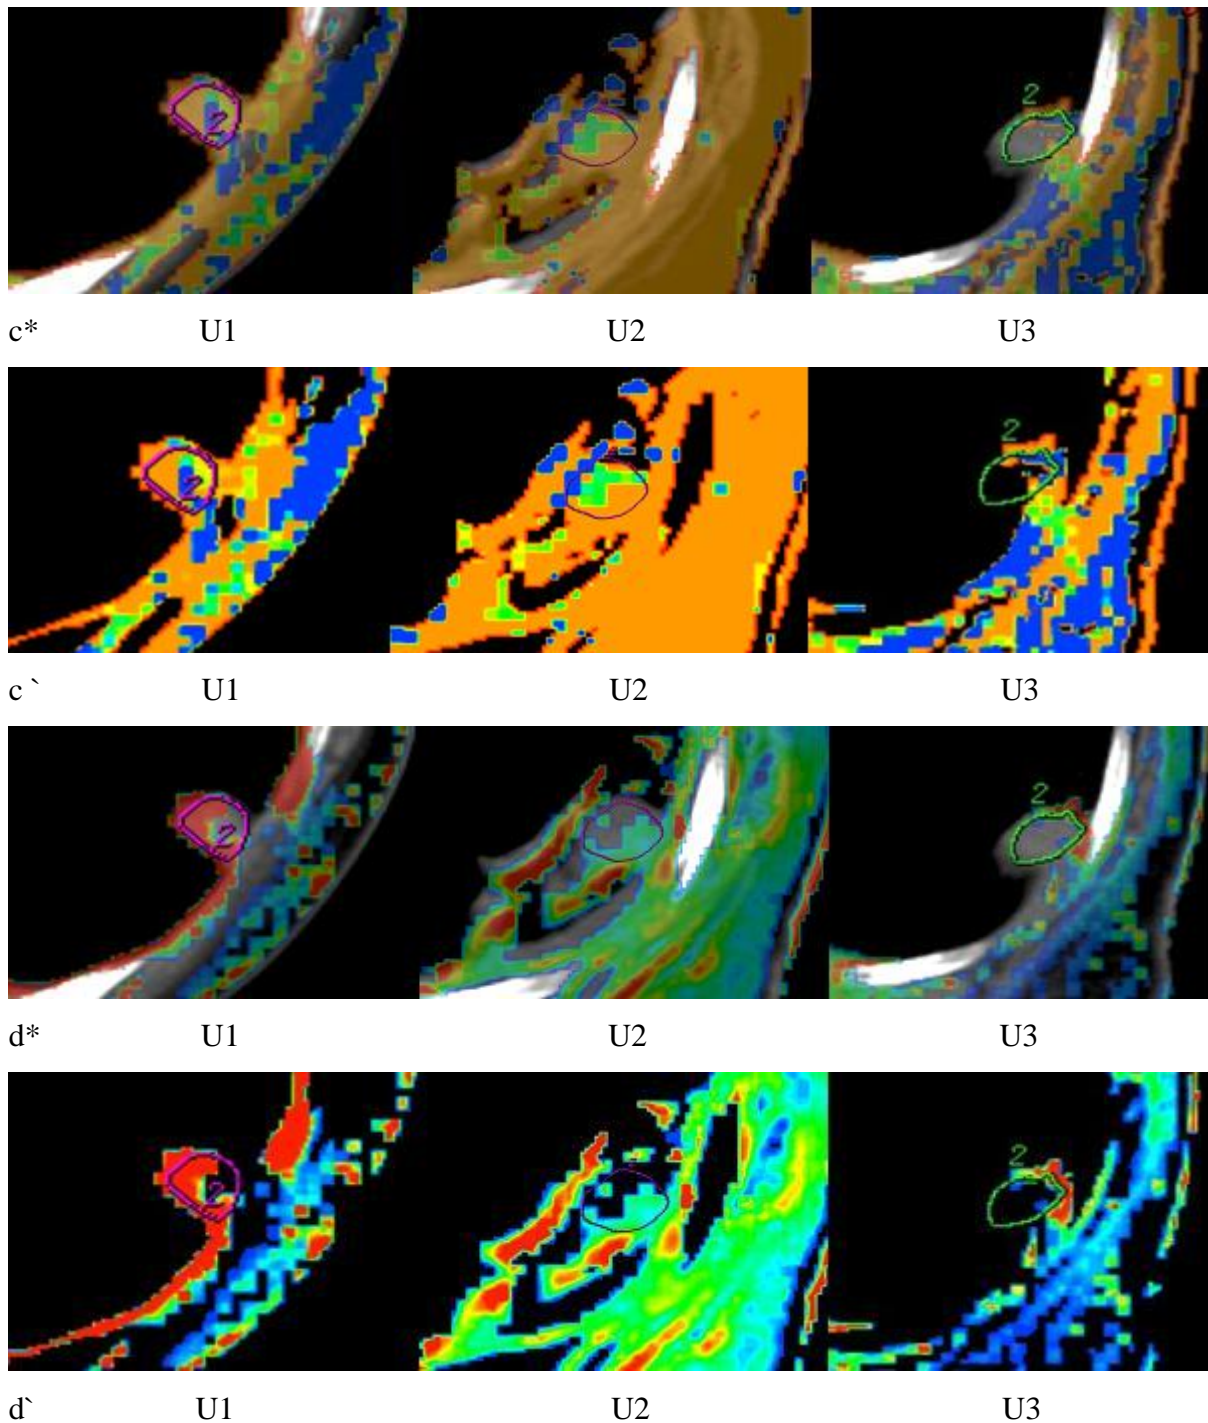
Verlaufsbilder der CT-Perfusion und farbige Parameterkarten für: (a) den Blutfluss, (b) das Blutvolumen, (c) die mittlere Transitzeit und (d) das Permeabilitäts-Oberflächenprodukt. Zeitpunkte der Untersuchungen: (U1) vor, (U2) einen Tag nach und (U3) vier bis sechs Wochen nach LITT. (* - mit CT-Bild im Hintergrund, ' - ohne Hintergrundbild). BF, BV, PS: rot für hohe und blau für niedrige Messwerte, MTT: blau für hohe und rot für niedrige Messwerte.
